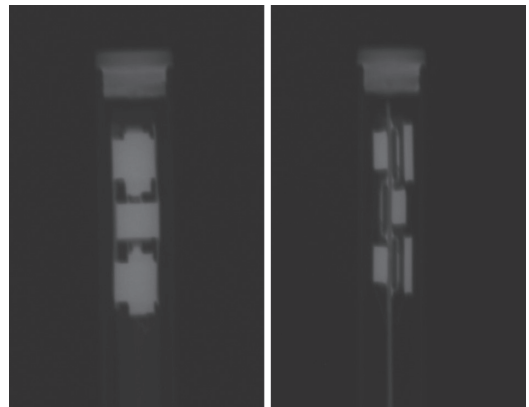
X-ray image of the transparent detector
